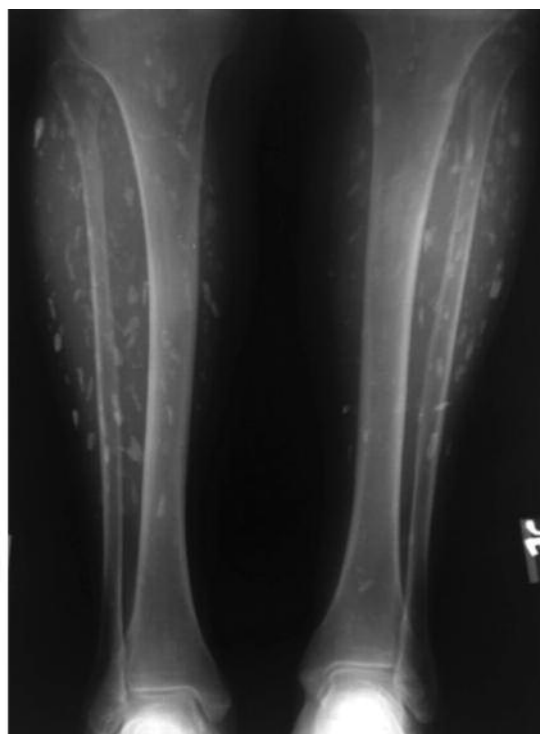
Рентгенограмма обеих голеней с захватом коленных и голеностопных суставов
